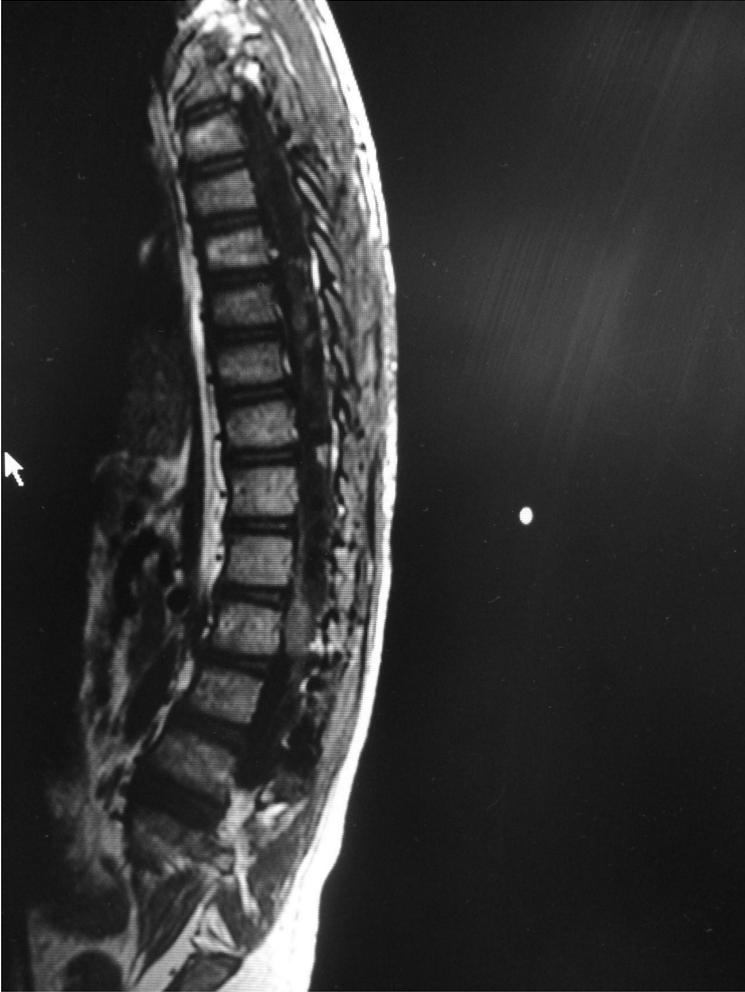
Estudio de RM post operatoria
